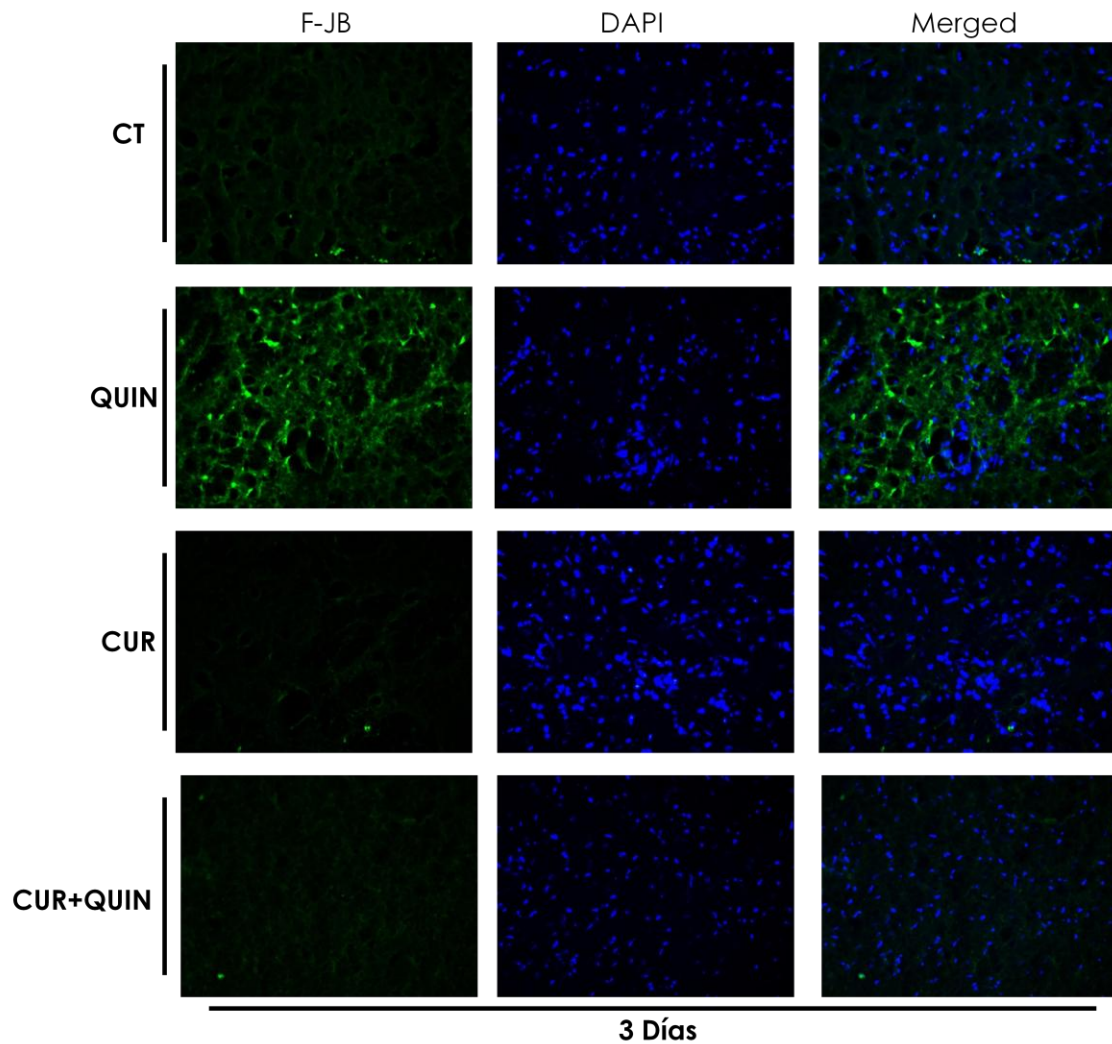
Efecto de la CUR sobre la neurodegeneración inducida por QUIN, 3 días post-lesión. Se muestran fotomicrografías representativas de cada grupo: CT: control, QUIN: ácido quinolínico; CUR: curcumina y CUR+QUIN: curcumina y ácido quinolínico; F-JB: fluoro-jade B, DAPI: diclorhidrato de 4',6-diamidino-2-fenilindol. En verde se presenta a las células positivas a F-JB y en azul la tinción de núcleos; la columna de la derecha es la co-localización de la observación con F-JB con DAPI.
